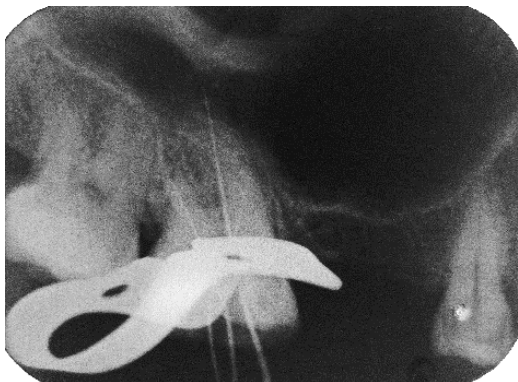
Radiografia de odontometria dos canais P e DV. Fonte: autor.
